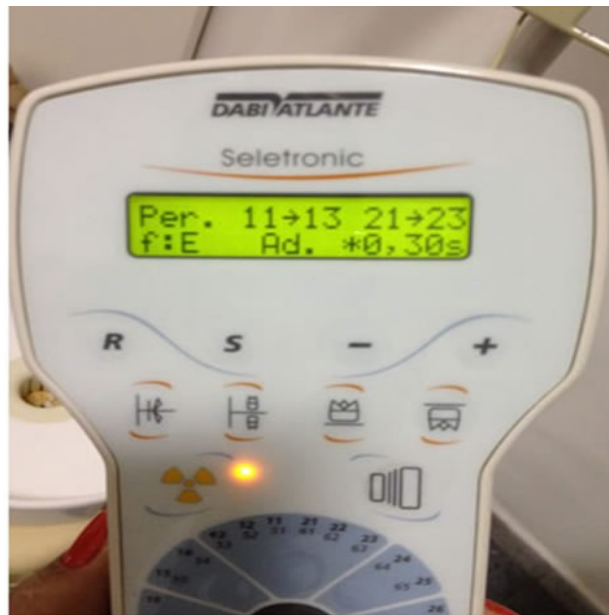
Dispositivo para tomada de radiografia, tempo de exposição do rx de 30 segundos.
